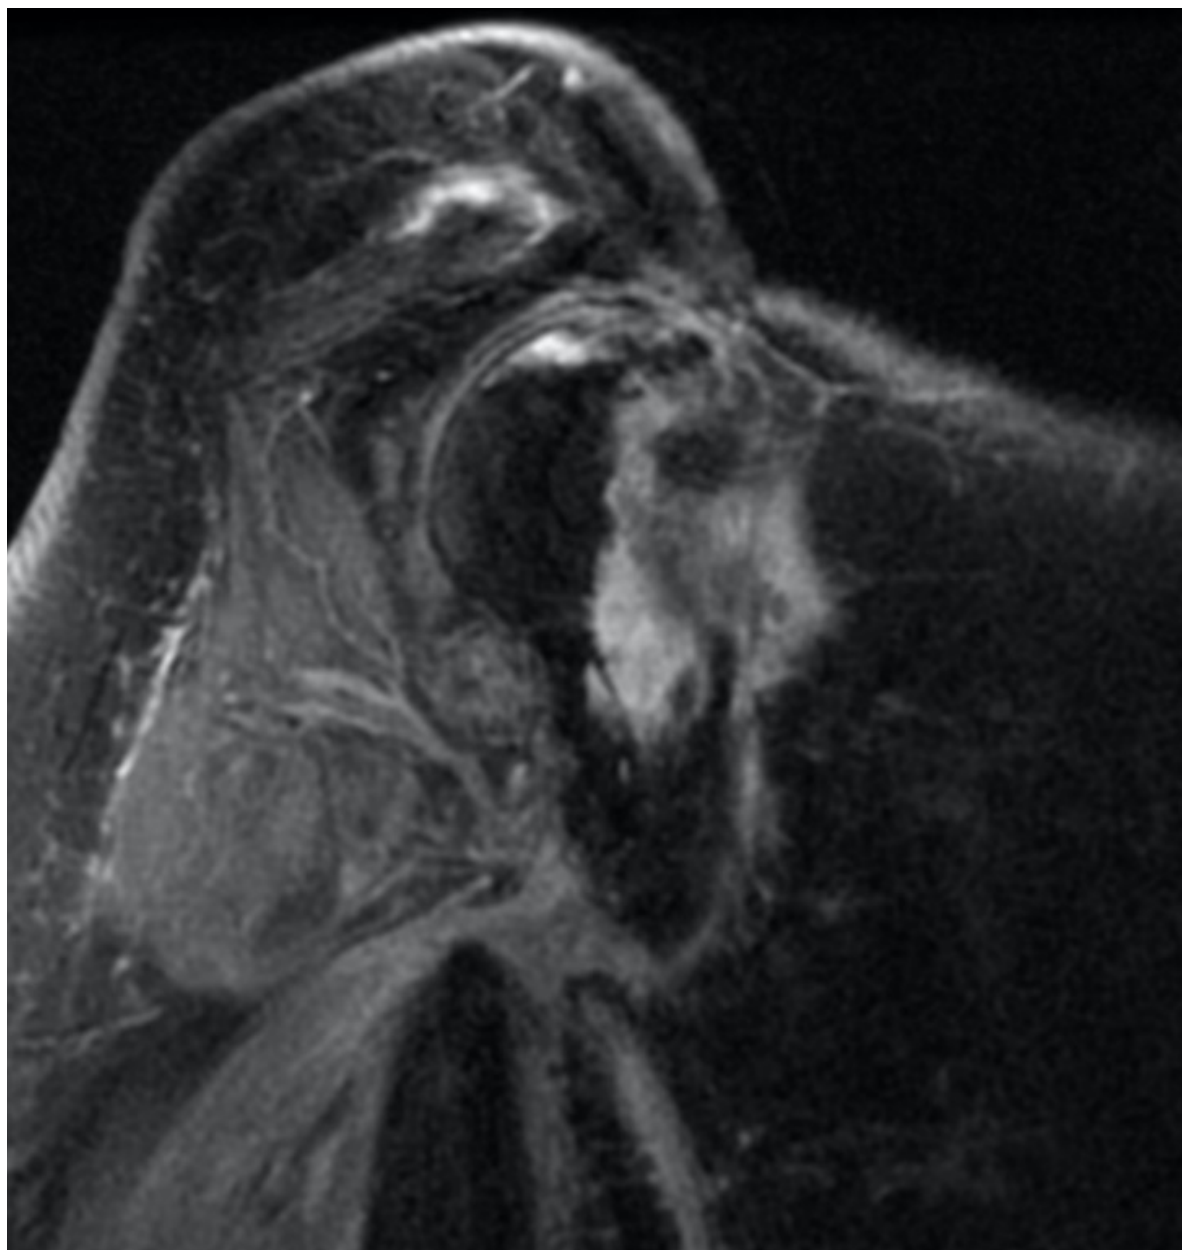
Imagen RMN control del “Caso 2” 11 años tras la 1ª cirugía: Recidiva.
